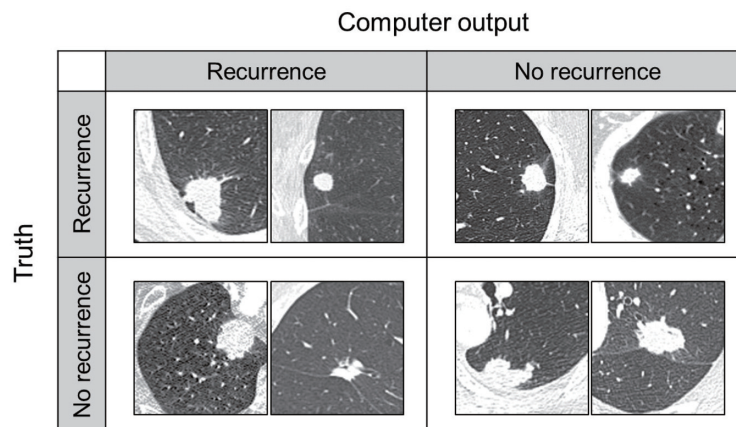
Examples of CT image in the experimental results for predicting recurrence risk.
